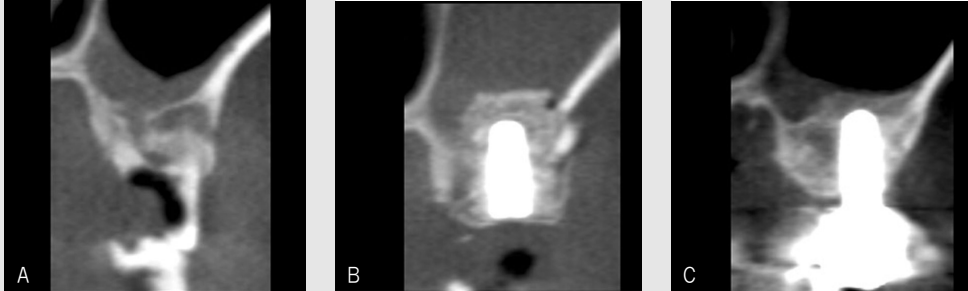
Computed tomographic images of Lateral approach method. (A) Preoperative, (B) Postoperative, (C) Following 1.5 year postoperatively.
